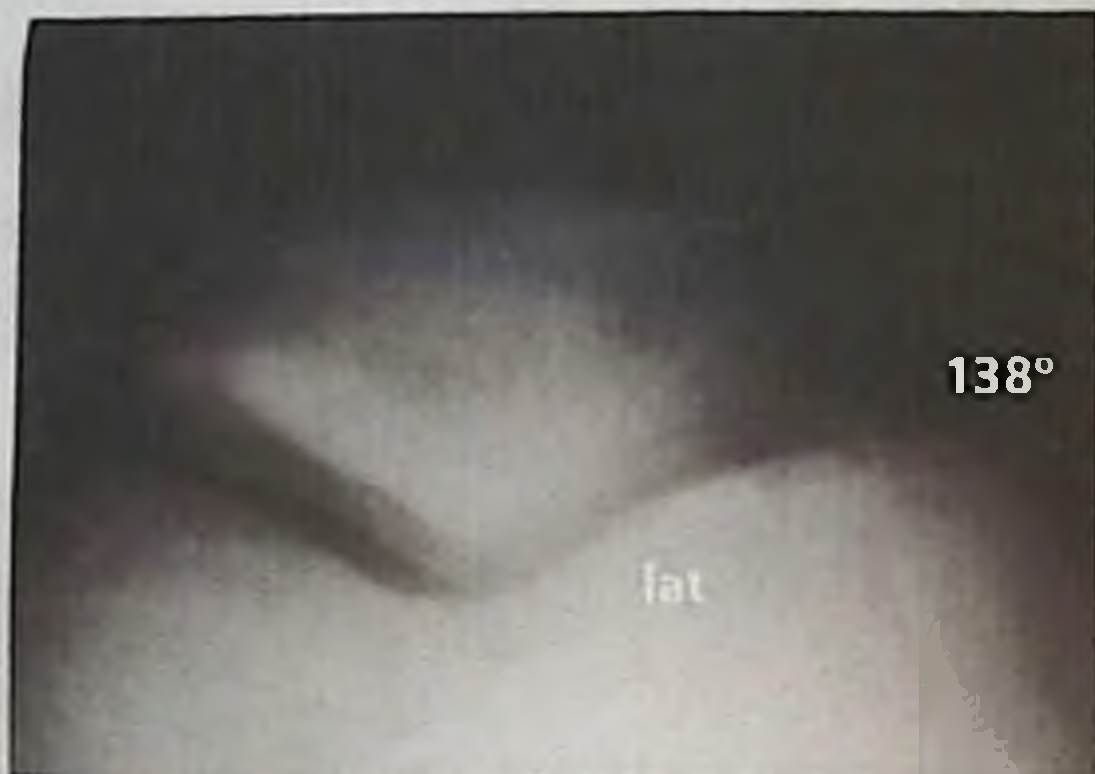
Определение угла бедренной борозды на аксиальной рентгенограмме по методике Merchant
